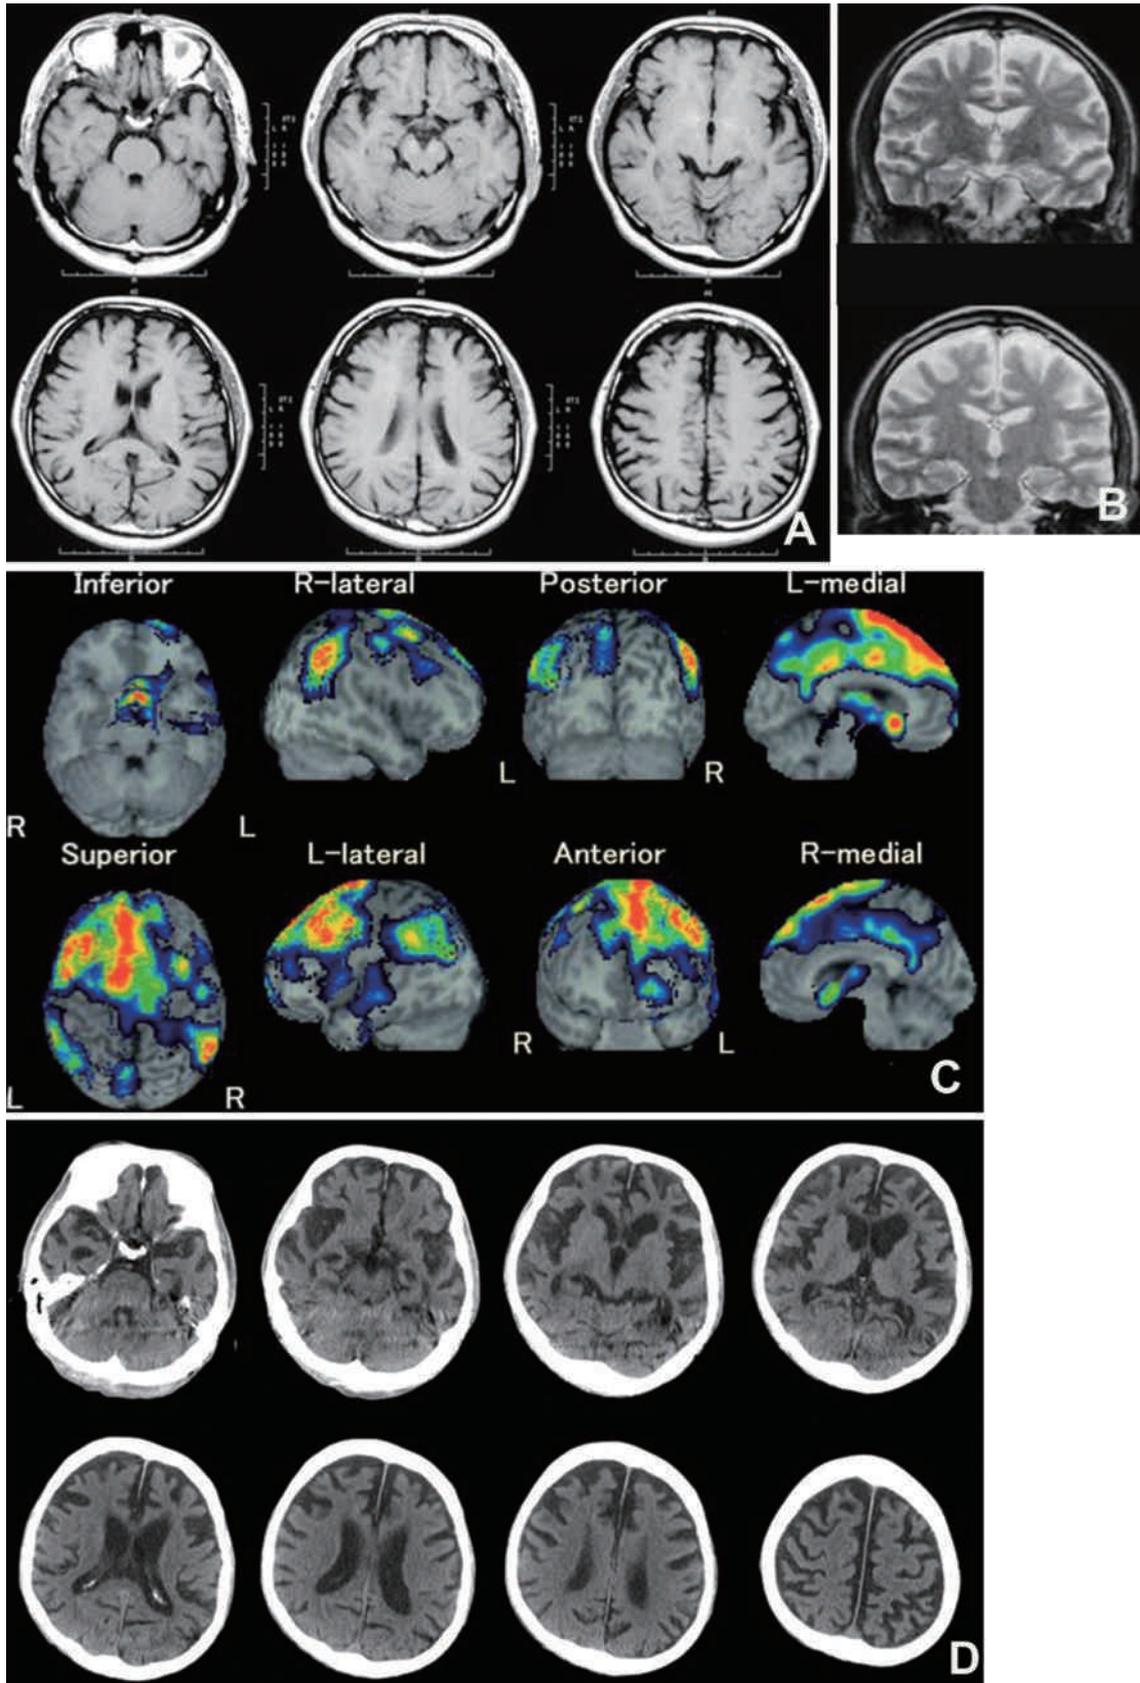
A：初診時（X-8年）MRI 水平断 T1強調画像。B：初診時MRI 前額断 T2強調画像。C：初診時脳血流 SPECT (^{99m}Tc -ECD) eZIS 画像。D：最終入院時（X年）脳CT画像。
